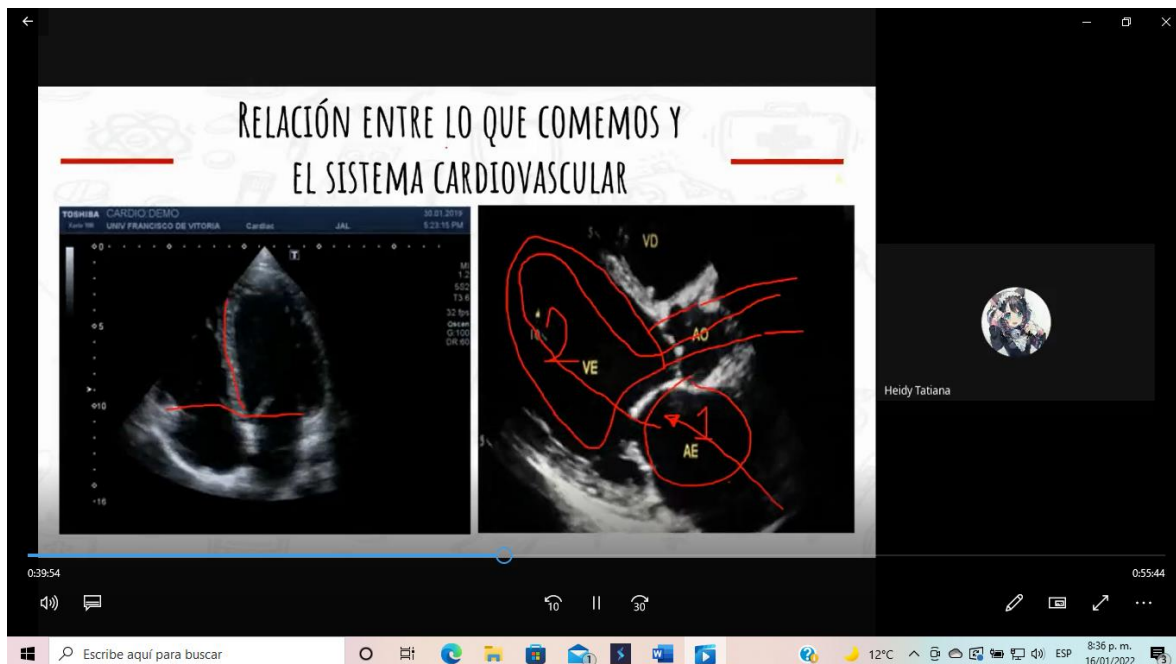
Captura de pantalla de la grabación de la sesión. GIF de un ecocardiograma transtorácico, las líneas con color rojo, demarcan los recorridos y estructuras internas que los estudiantes integran en sus explicaciones.
